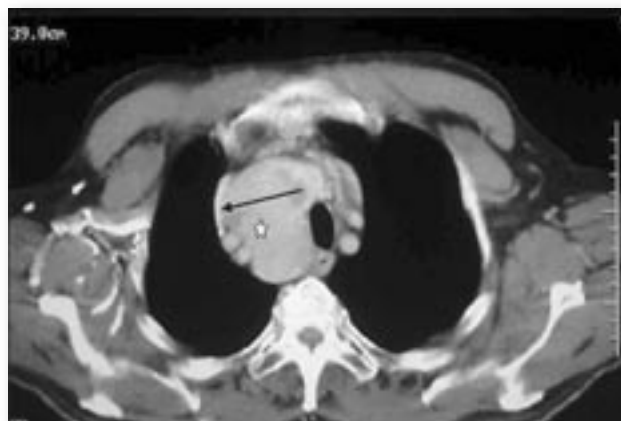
TAC torácico: Bocio difuso (asterisco) que se introduce en el mediastino entre tráquea y vena cava superior (flecha) produciendo compresión y desplazamiento lateral de esta última.
